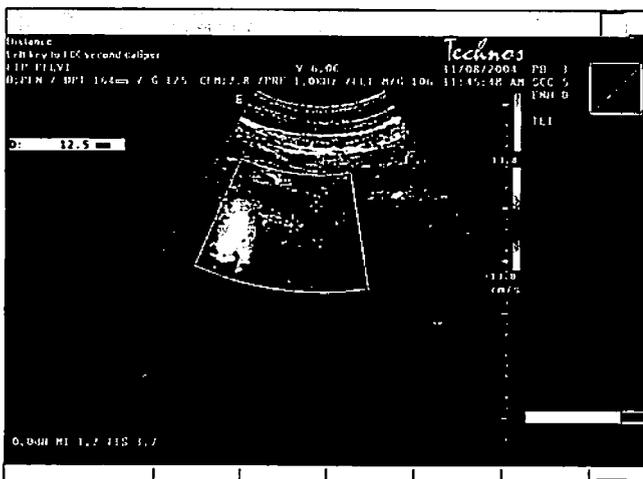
Trombosi della vena renale sinistra. Il vaso si presenta di calibro regolare e contenuto anecogeno in assenza di segnale Doppler.
